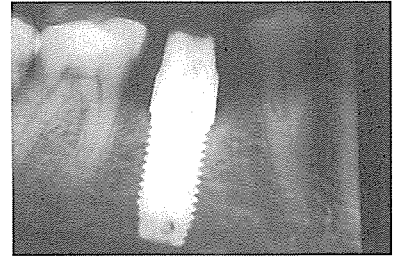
two-piece abutment를 연결한 후 찍은 방사선 사진으로 fixture와 abutment가 정확하게 연결되었음을 보여준다.
